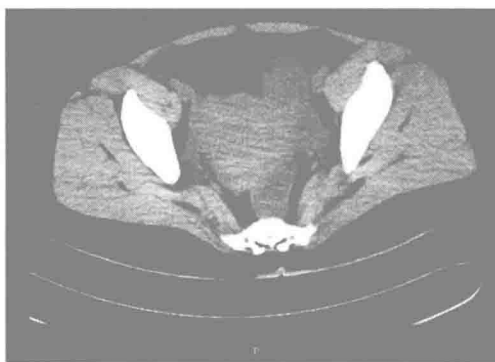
盆腔 CT:子宫增大,子宫左侧可见可疑软组织团块影
